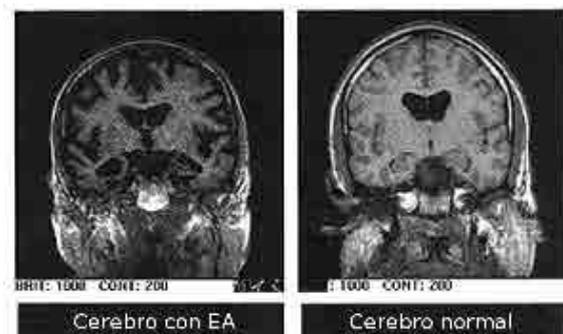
Cerebro de enfermo de Alzheimer comparado con uno normal en imágenes capturadas por RMN.
